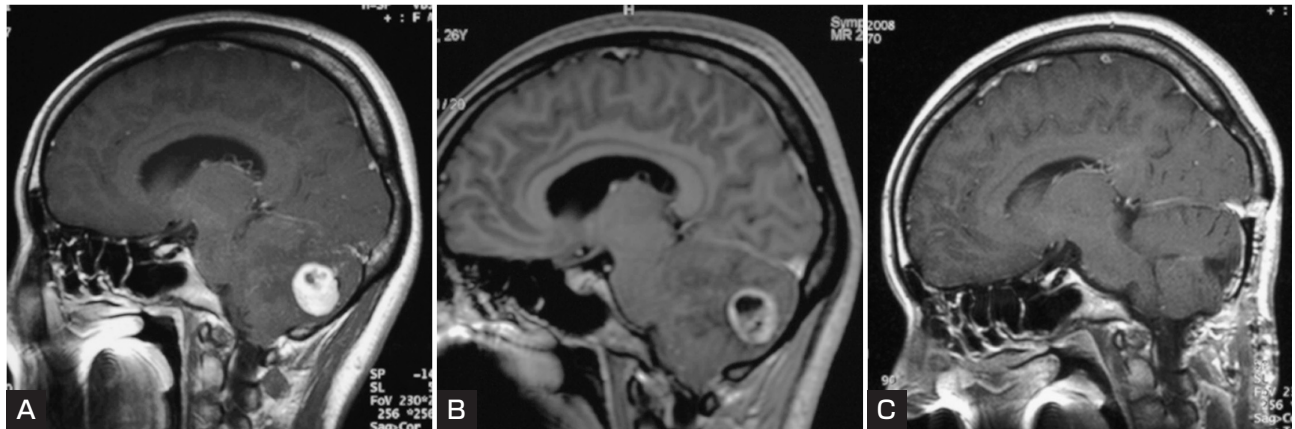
Contrast-enhanced MR images in Case 1.
